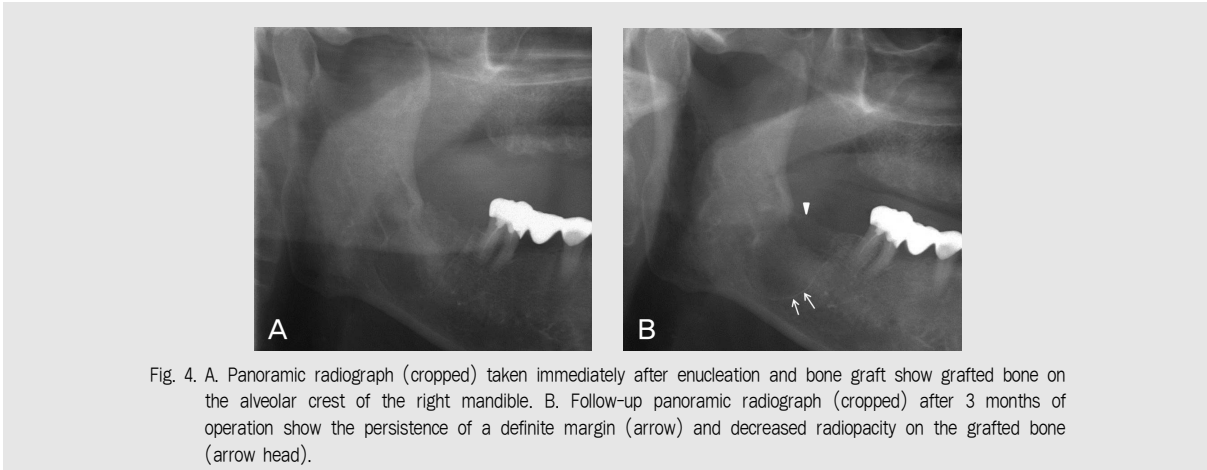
A. Panoramic radiograph (cropped) taken immediately after enucleation and bone graft show grafted bone on the alveolar crest of the right mandible. B. Follow-up panoramic radiograph (cropped) after 3 months of operation show the persistence of a definite margin (arrow) and decreased radiopacity on the grafted bone (arrow head).
